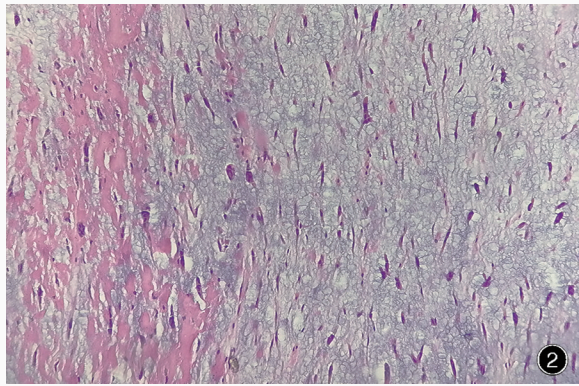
光学显微镜观察可见圆形、多角形和星形细胞,伴较多黏液基质和少量玻璃样变纤维 HE染色 ×200 图3 术后头部CT检查显示左侧基底节区高密度影逐渐减少(箭头所示) 3a 术后即刻 3b 术后第2天 3c 术后第7天 图4 术后头部FLAIR成像显示,左侧基底节区高信号影,考虑急性脑梗死(箭头所示)
